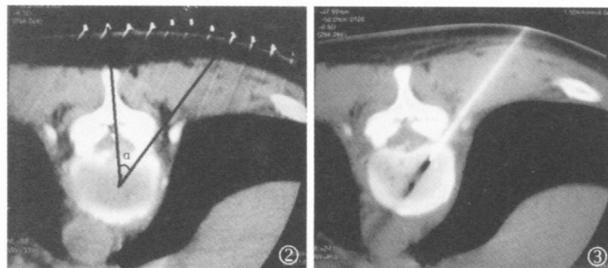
CT 层面胸椎间盘穿刺路径的设计, α 为穿刺路径与水平面的夹角 图 3 穿刺成功并激光汽化后 CT 扫描可见椎间盘内的散在密度减低区 (为激光烧灼所致)
